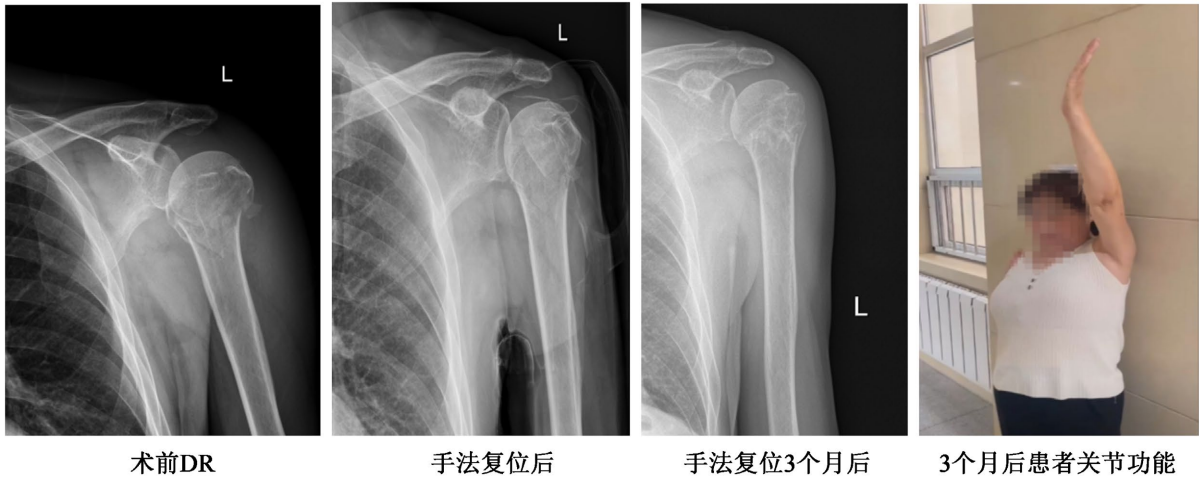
X-ray film of the manual reduction and external splint fixation for fractures of the surgical neck of the humerus
